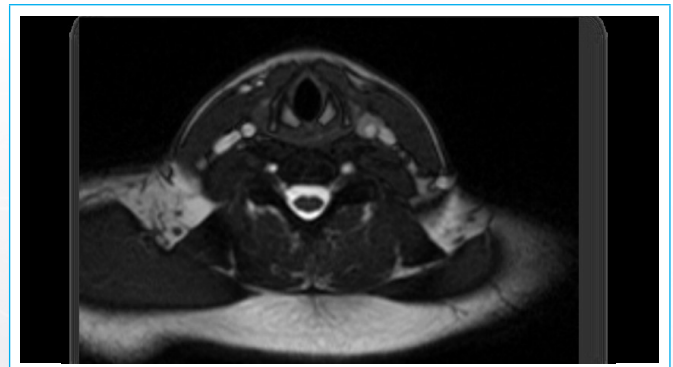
Angioresonancia de vasos de Cuello: se observó imagen parietal en semiluna con señal hiperintensa en secuencia T2 compatible con hematoma intramural en evolución de curso subagudo.
